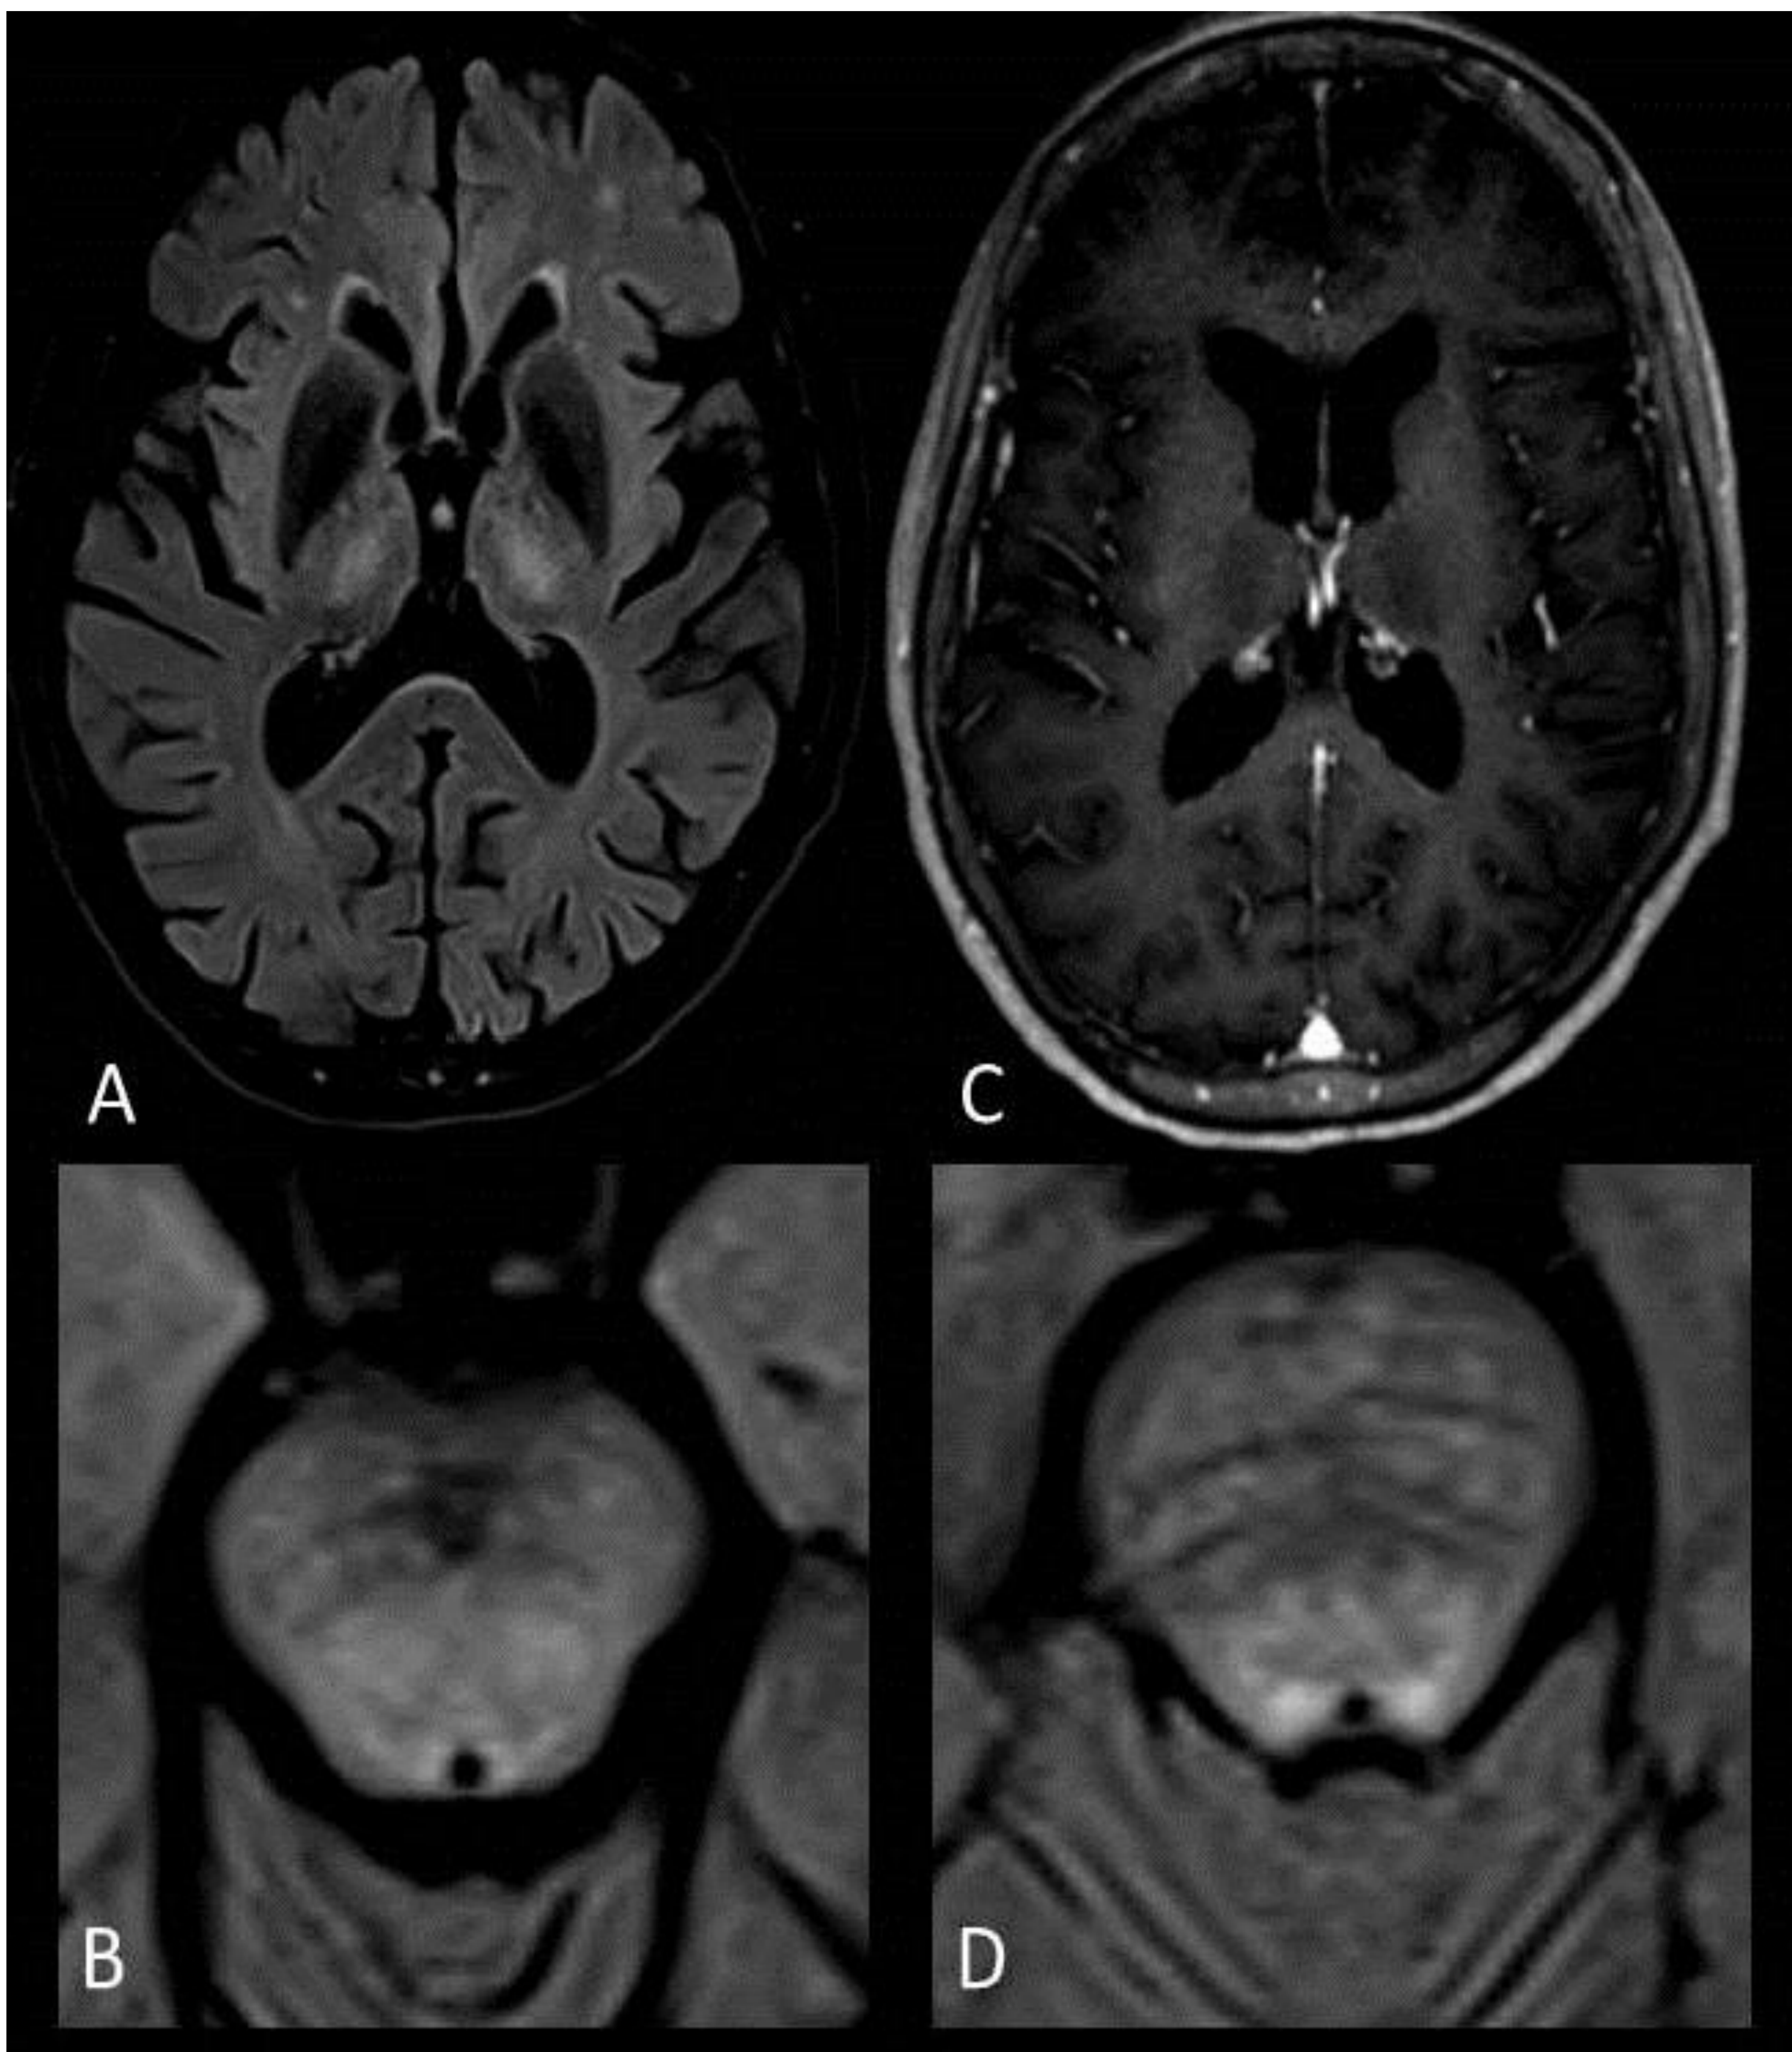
Leucodistrofia de Alexander. Imágenes de secuencia T2-FLAIR sagital (A), difusión (B), T1 axial con gadolinio (C) y T2-FLAIR axial (D) de RM cerebral. Lesión pontomedular hiperintensa en FLAIR (A) que presenta restricción en difusión (B) y áreas con realce de contraste (C). Ribete periventricular hiperintenso en FLAIR (D).
